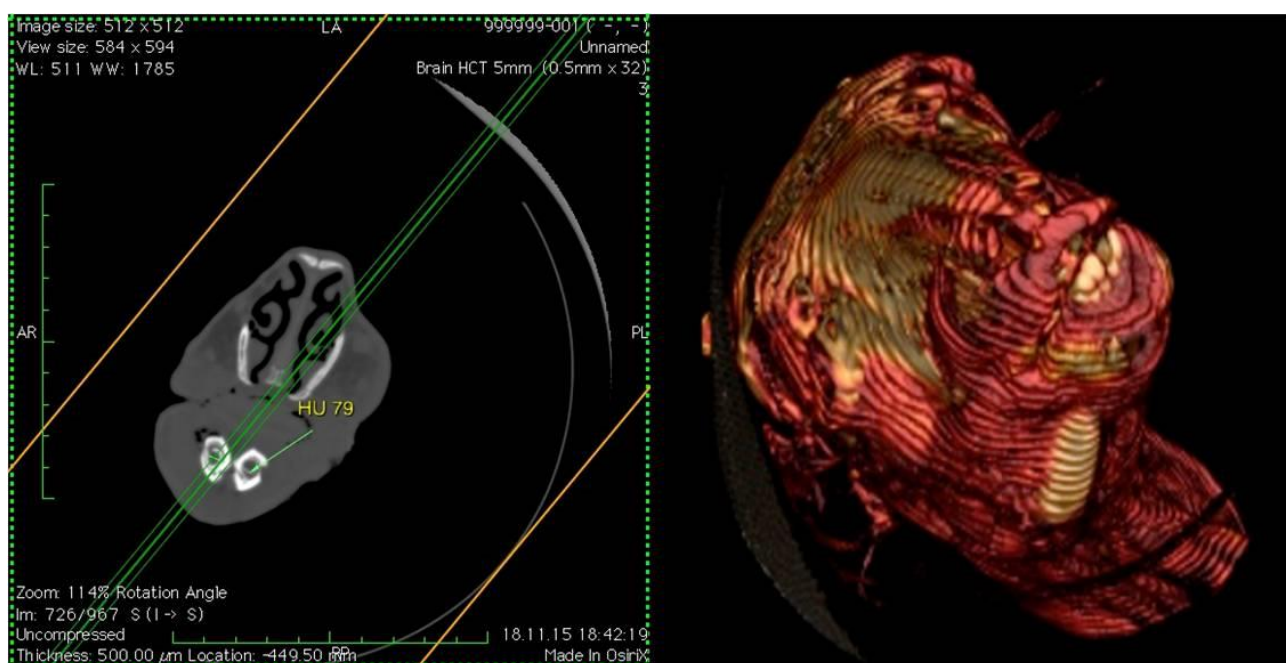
Рентгенологические исследования, 3D моделирование (справа)
